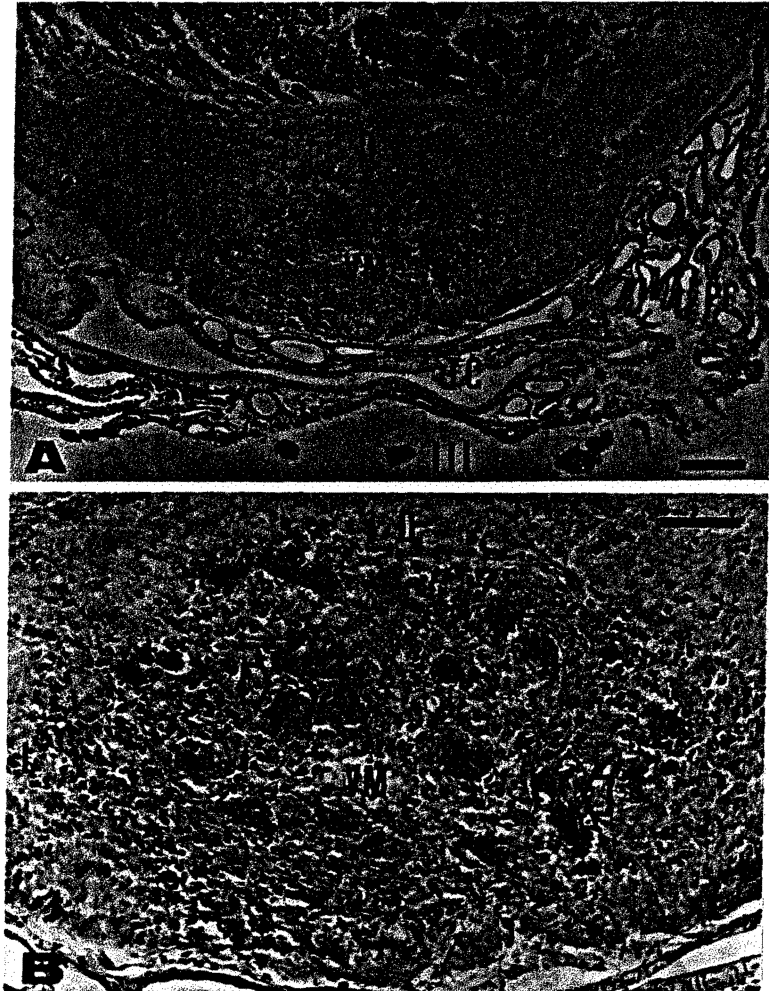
Fotomicrografias de cortes coronais da região central do OSF humano. A. D- porção dorsal da zona dorsolateral; L- porção lateral da zona dorsolateral; VM- zona ventromedial; PC- plexo coróide; TC- tela coroidéia; F- fórnix; III- terceiro ventrículo; H.E. Barra de calibração = 200 μ m. B. Detalhe magnificado da fotomicrografia anterior; D- porção dorsal da zona dorsolateral; L- porção lateral da zona dorsolateral; VM- zona ventromedial; glomérulos (setas vazadas); arteríolas (setas). H.E. Barra de calibração = 100 μ m.
